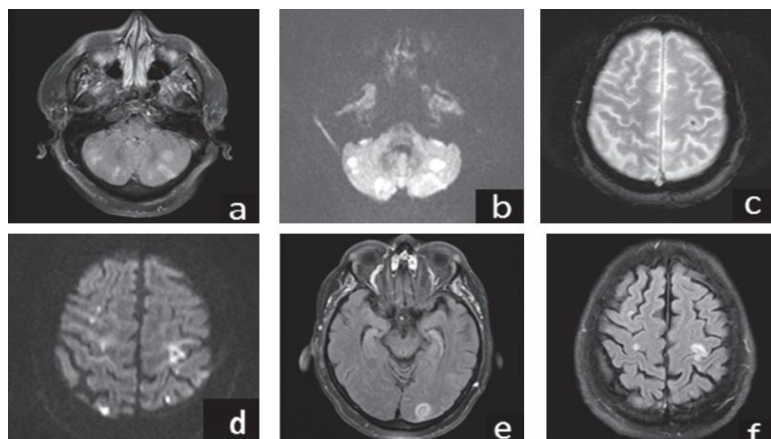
Paciente 68 años que, tras un procedimiento endovascular, sufre deterioro neurológico súbito, documentándose múltiples infartos cerebrales y fracaso renal agudo. Resonancia magnética cerebral simple y con contraste. A: secuencia T2; B/D: secuencias de difusión. C: eco gradiente; E/F: Secuencia FLAIR. Figura y comentario copiado de Franco Dáger et al (22).
